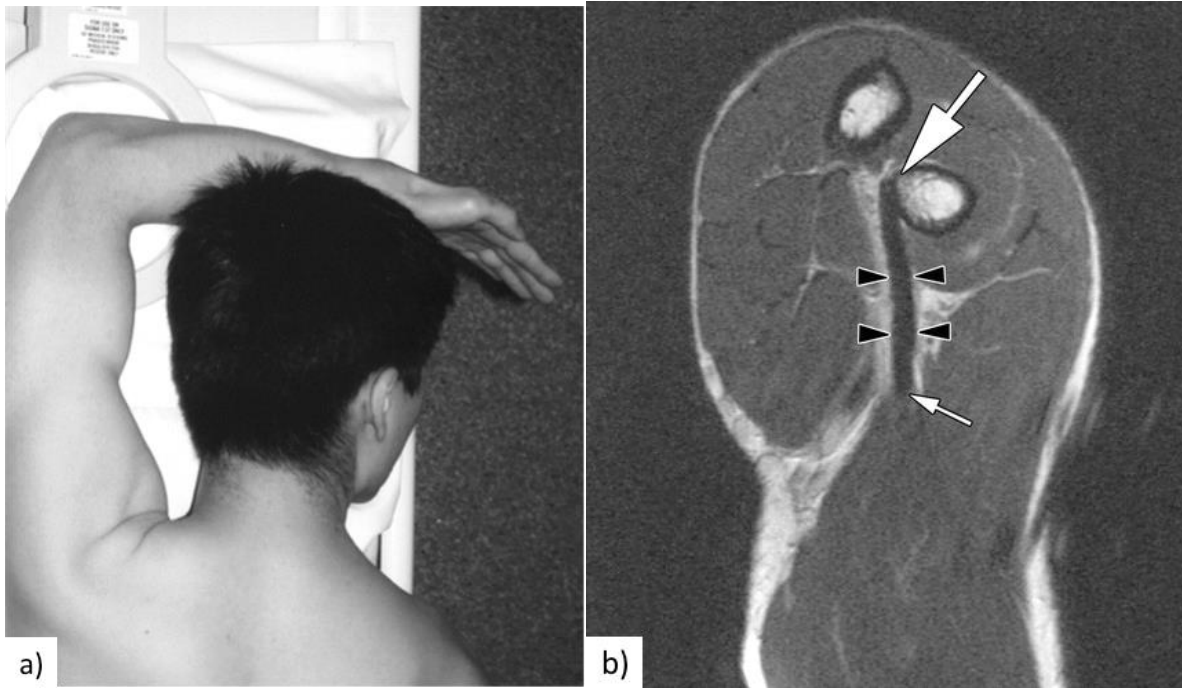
MRT-Aufnahmetechnik in FABS-Technik (Giuffre and Moss, 2004)
